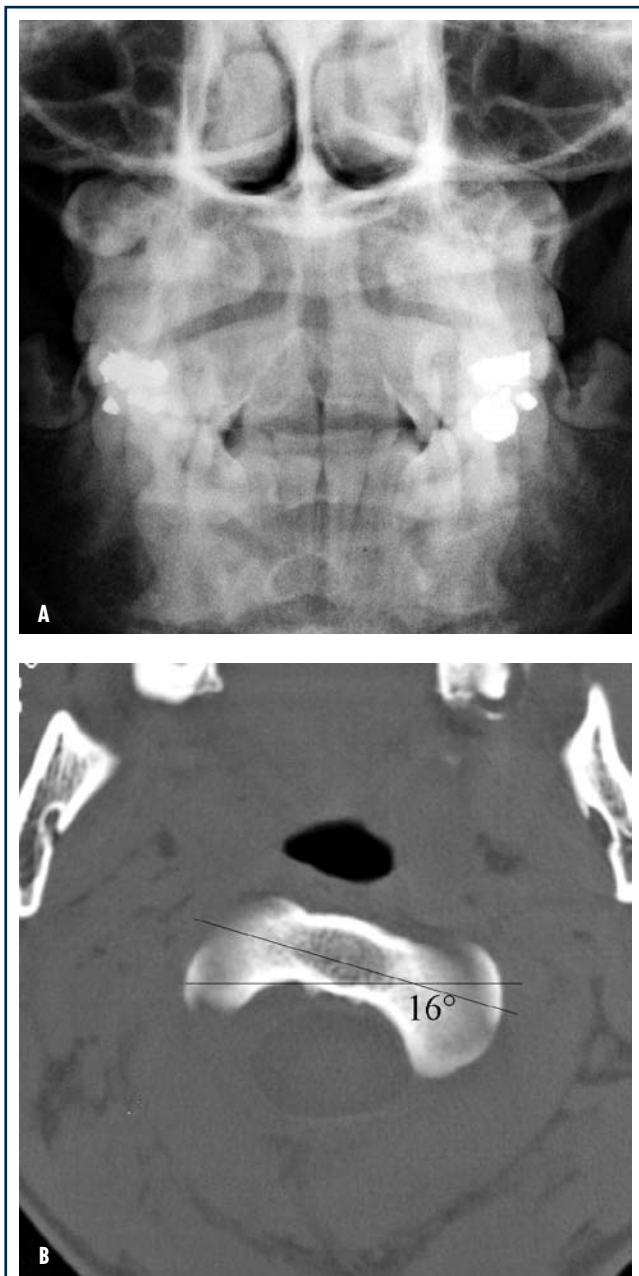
Il quadro clinico iniziale di una donna di 21 anni (caso 2) che si presentava al Centro di Pronto Soccorso dopo un incidente stradale a velocità sconosciuta era di cervicalgia, torcicollo sinistro, nessun coinvolgimento neurologico. L'iniziale radiografia transorale (A) evidenziava anomalità del complesso atlanto-epistrofeo, poi confermata come sublussazione rotatoria C1-C2 16° destra tipo I FHS alla TC (B).
